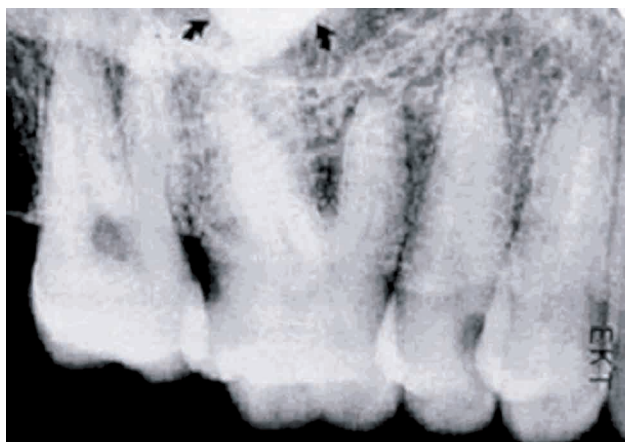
El borde inferior de la apófisis está situado posterior a la raíz palatina. La raíz palatina está situada entre las dos raíces vestibulares. Radiografía ortorradial. Tomada de P. Goaz, *Radiología Oral*, 3ª ed., Editorial Mosby, 1995.
